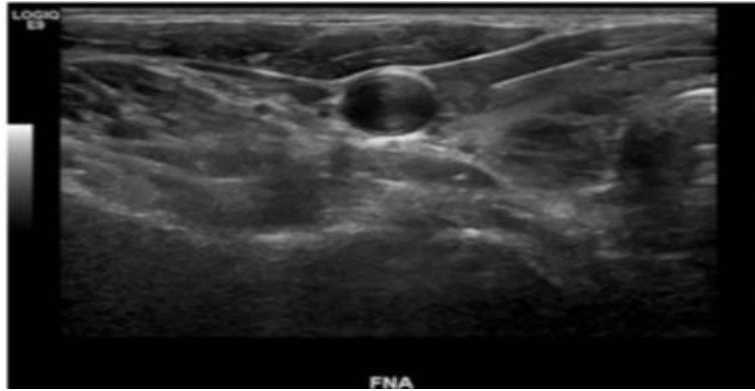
Image échographique de la technique longitudinale d'aspiration à l'aiguille fine d'un nodule thyroïdien droit
